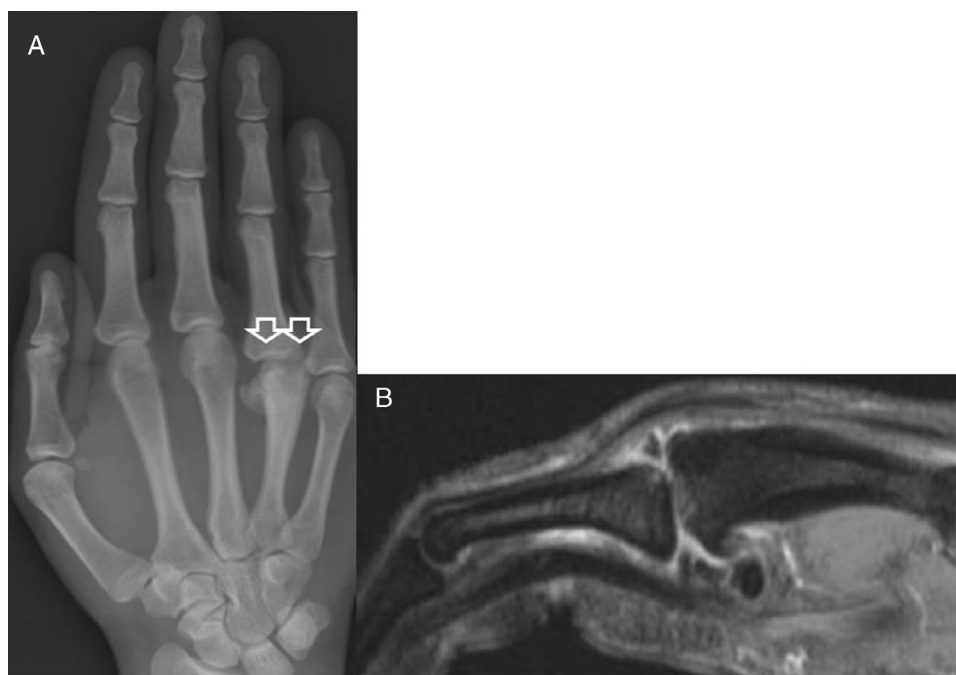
A) Radiografía dorso-palmar de la mano derecha mostrando colapso subcondral de la cabeza del metacarpiano y subluxación de la articulación MTCF. B) Resonancia magnética con área de osteonecrosis en la cabeza del cuarto metacarpiano.
